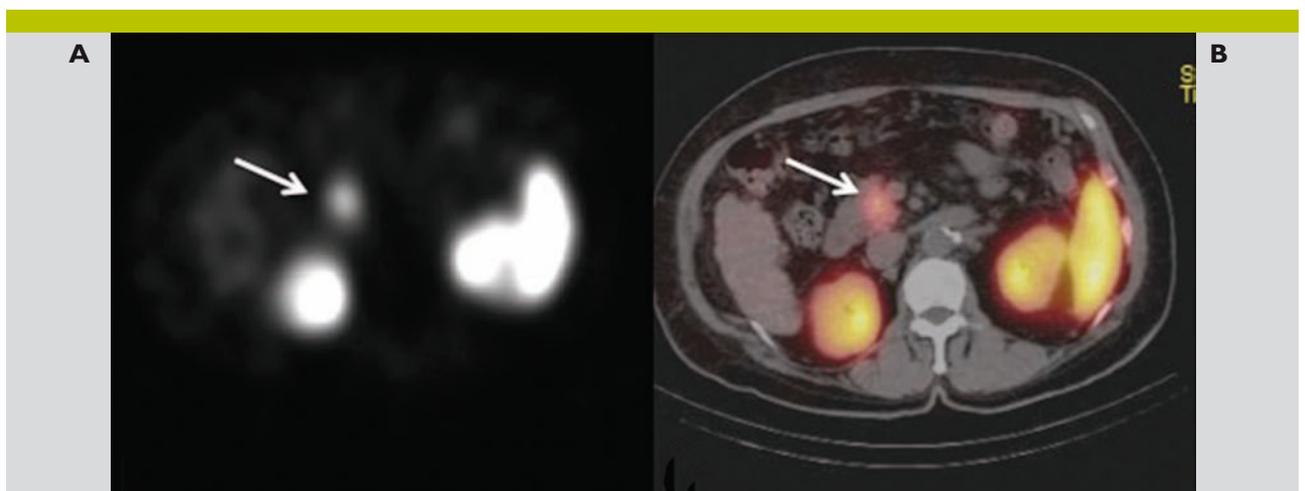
Image d'insulinome, CT et scintigraphie à l'octroscan
